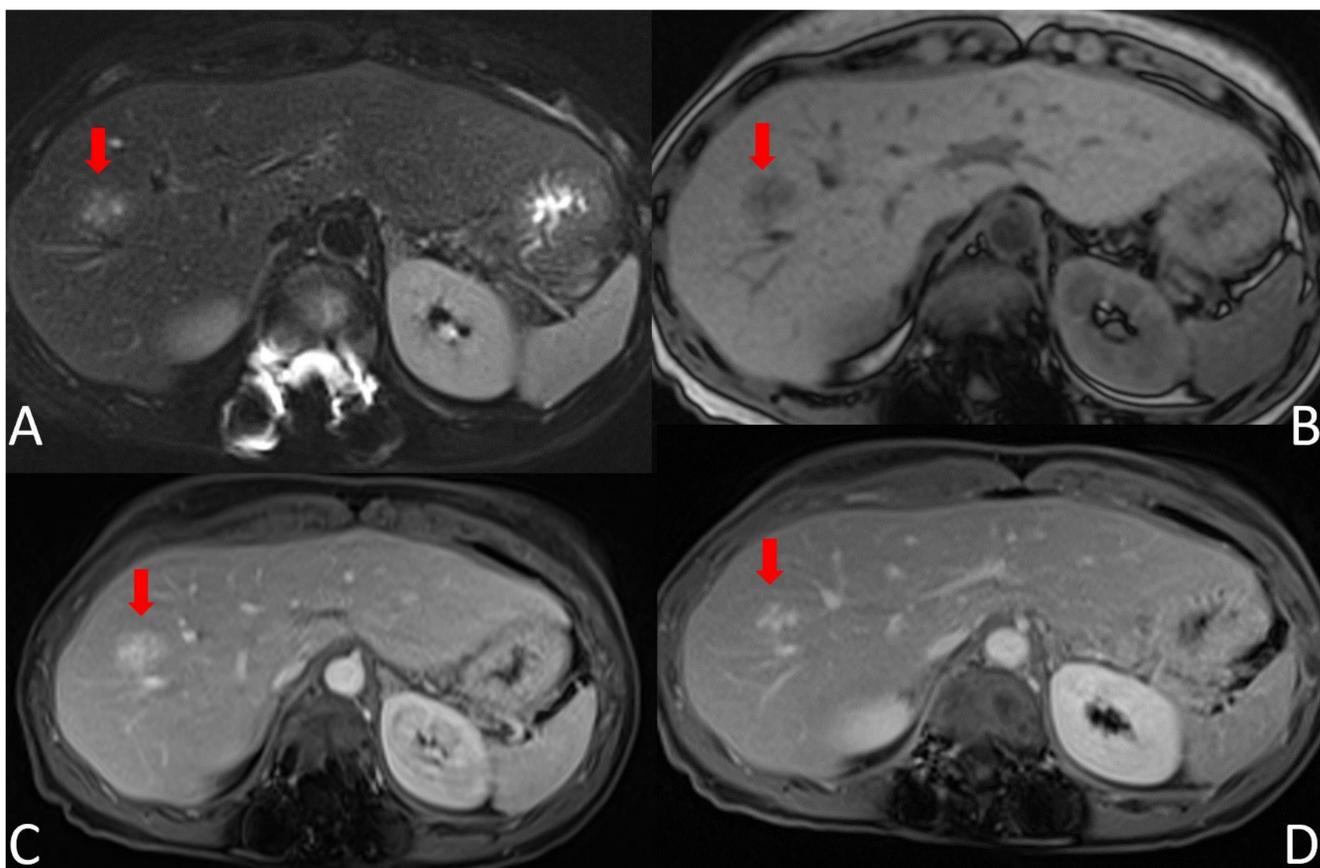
RM hepática adquirida con administración de contraste iv extracelular. Hiperplasia nodular focal típica. Lesión focal en S8, redondeada y de bordes definidos, hiperintensa en T2 (A) y ligeramente hipointensa en T1(B), que presenta una zona central de mayor hipointensidad T1 e hiperintensidad T2, sugestiva de cicatriz. En el estudio dinámico es hipervascular en fase arterial (C), y se vuelve isointensa respecto al parénquima en fase portal y sucesivas; la cicatriz central es más hipervascular que el resto de la lesión y se mantiene hiperintensa en el resto de fases (D).
